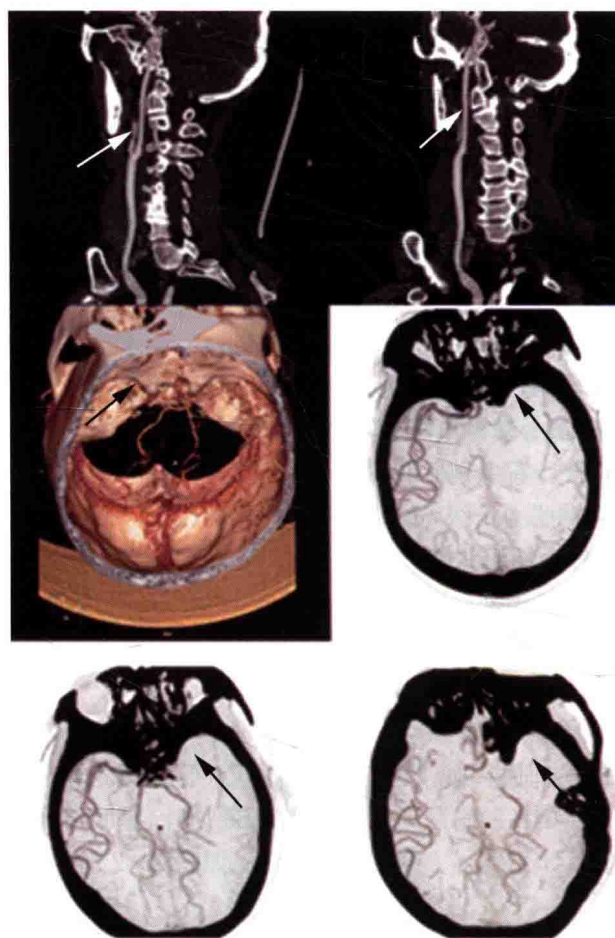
颅脑动脉 CTA: 左侧颈内动脉闭塞
